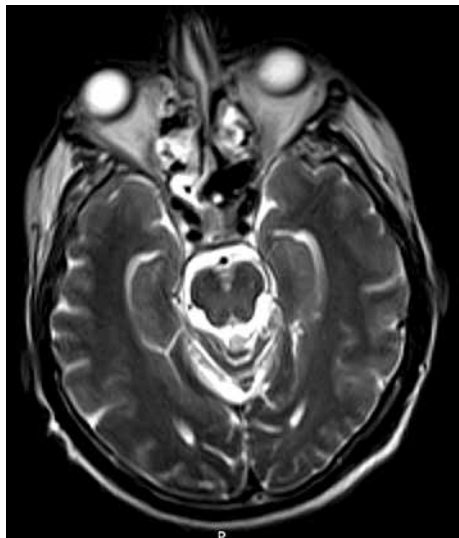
Магнитно-резонансная томография пациента М. через 3 мес после окончания лечения. Полный ответ
